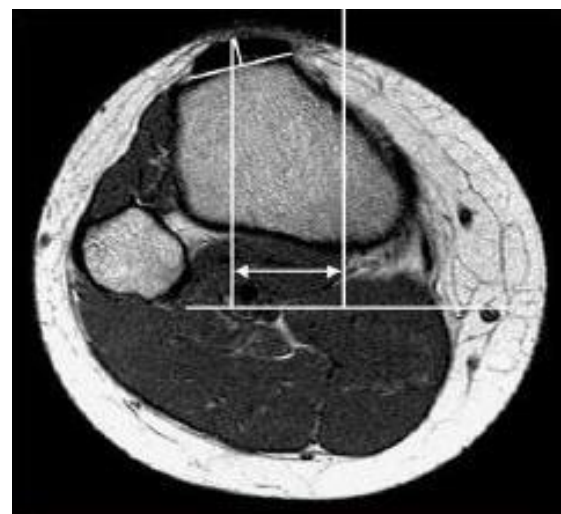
TTTG-Messung im MRT (2), aus (Schöttle et al. 2006)
